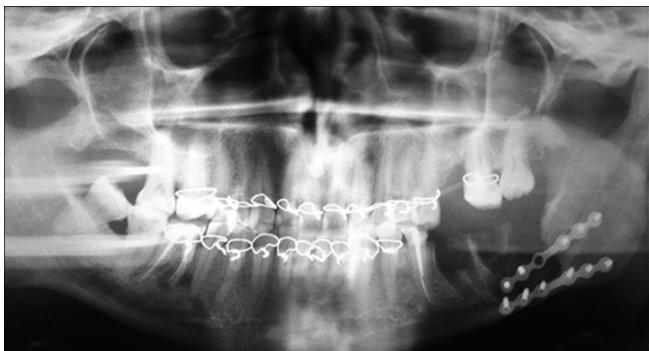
Контрольная ортопантомограмма после операции. Визуализируется остаточная костная полость после удаления зубов и кисты (остеотропный материал рентгеннегативен), удовлетворительная фиксация фрагментов титановыми мини-пластинами и мини-шурупами.
